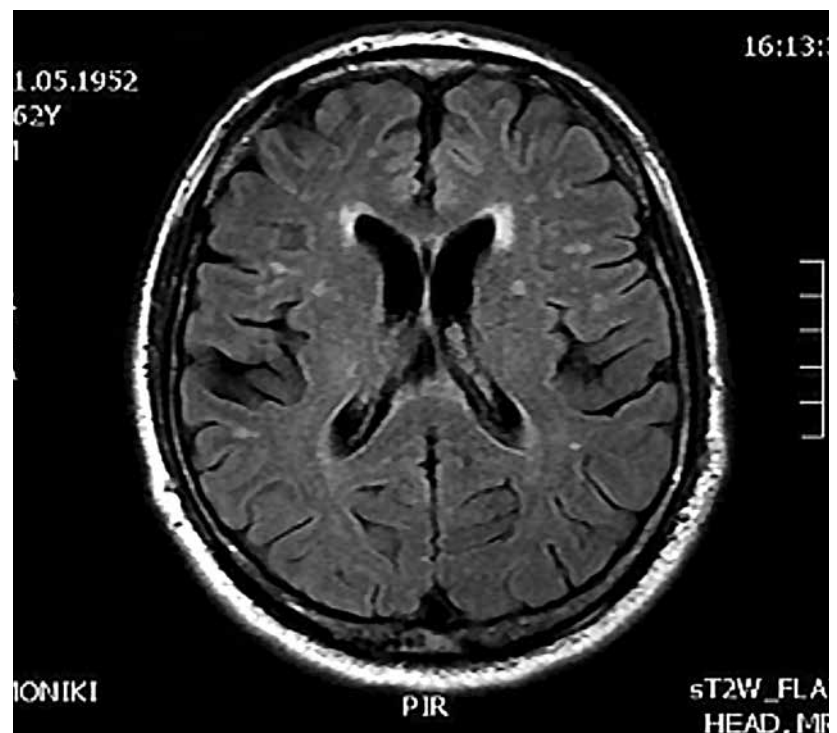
Магнитно-резонансная томографическая картина сосудистой энцефалопатии
